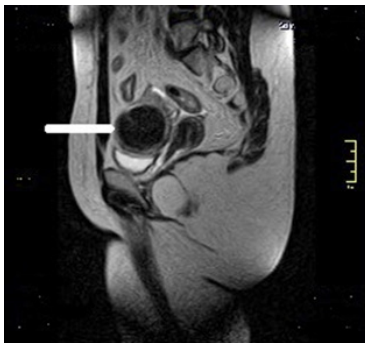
Resonancia Magnética. Mioma tipo 2-5 (FIGO).
